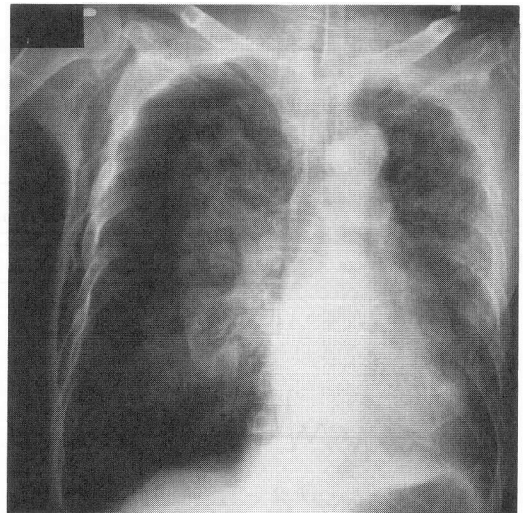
Plain chest x-ray film on the 6th day showing right pneumothorax.
